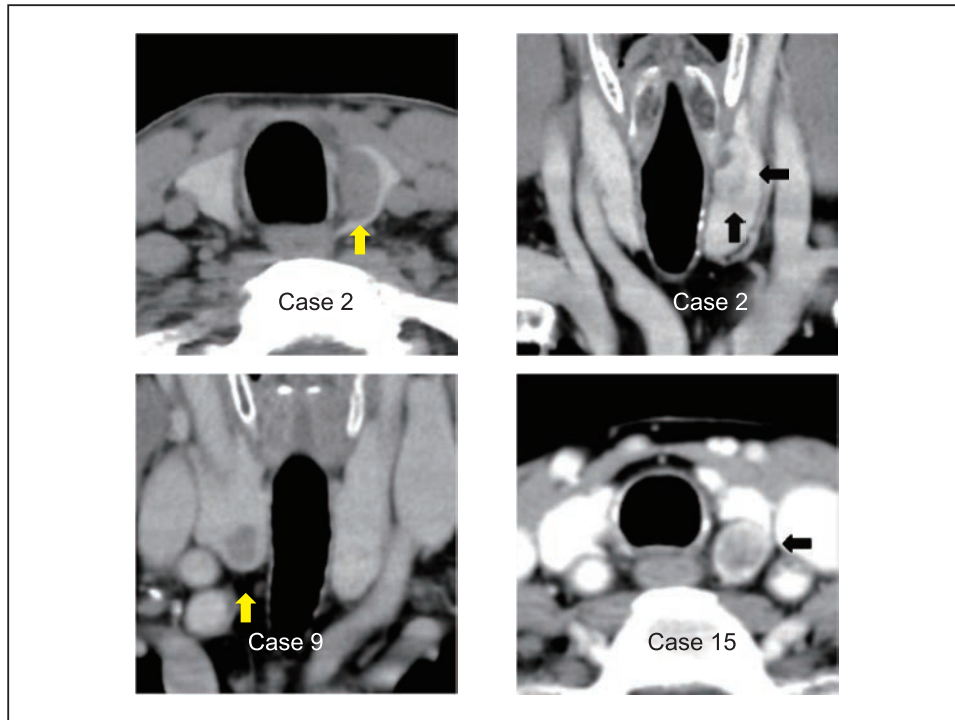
頸部CT像 (Case 2, 9, 15)
